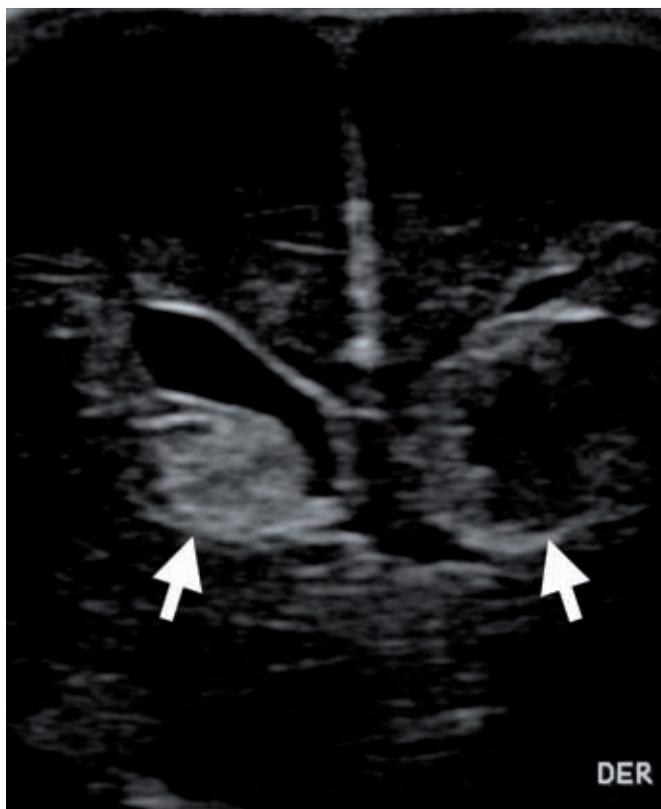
Ecografía transfontanelar de un neonato prematuro de 26 semanas de edad gestacional. Corte coronal muestra ambas astas frontales de los ventrículos laterales con hemorragia de la matriz germinal e intraventricular (flechas).
